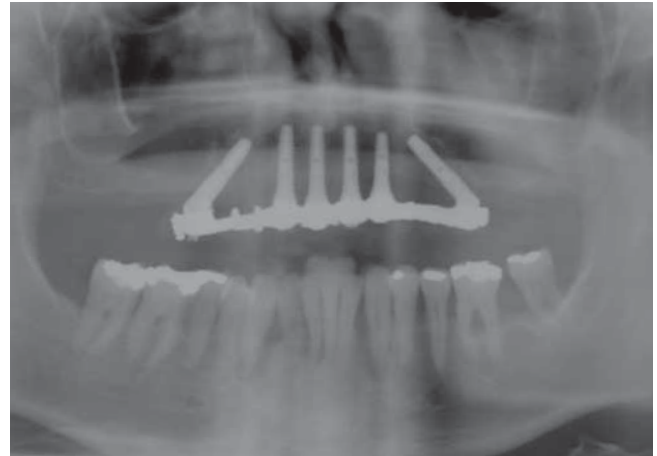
Röntgenkontrolle der festsitzenden Fast & Fixed-Versorgung im Oberkiefer
